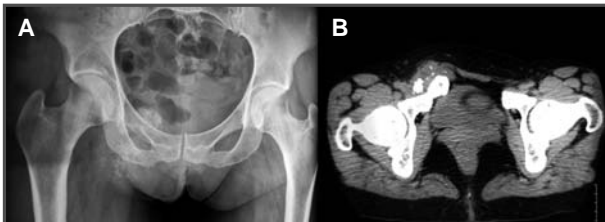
Imagen radiológica preoperatoria, en la que se objetiva una imagen nodular en la rama iliopubiana. 1B. RM que objetiva una masa lobulada exofítica en la rama isquiopubiana con calcificaciones.
